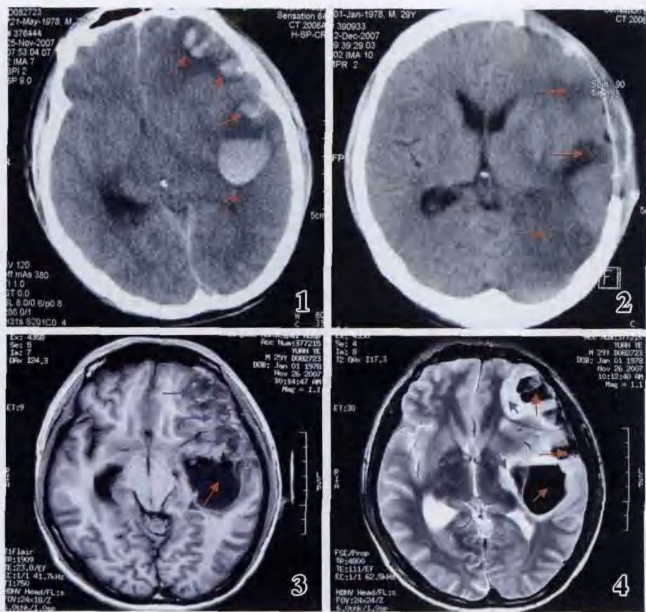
头颅水平位CT显示左侧额叶、颞叶内见数个的高密度灶(红箭头),大小不等,周围被低密度影包绕,中线结构向右侧移位 图2 头颅水平位CT显示左侧大片颅骨缺损,额叶、颞叶及顶枕叶交界处见数片低密度灶(红箭头),中线结构基本复位 图3 颅脑MRI的水平位T₁flair成像显示左颞叶血肿,边界清楚,呈低信号(红箭头),左额叶见不规则的高低混杂信号影(蓝箭头) 图4 颅脑MRI的水平位T₂成像显示左颞叶及额叶血肿呈极低信号影(红箭头),周围水肿呈高信号(蓝箭头)
